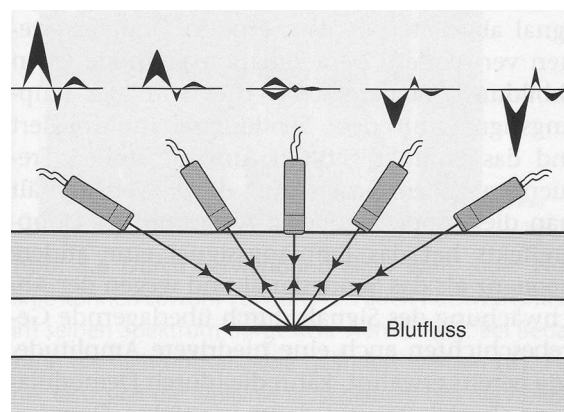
Änderung der Dopplerfrequenz in Abhängigkeit vom Beschallungswinkel (Abbildung aus Thrush 2007, Ultraschalldiagnostik peripherer Gefäße)
